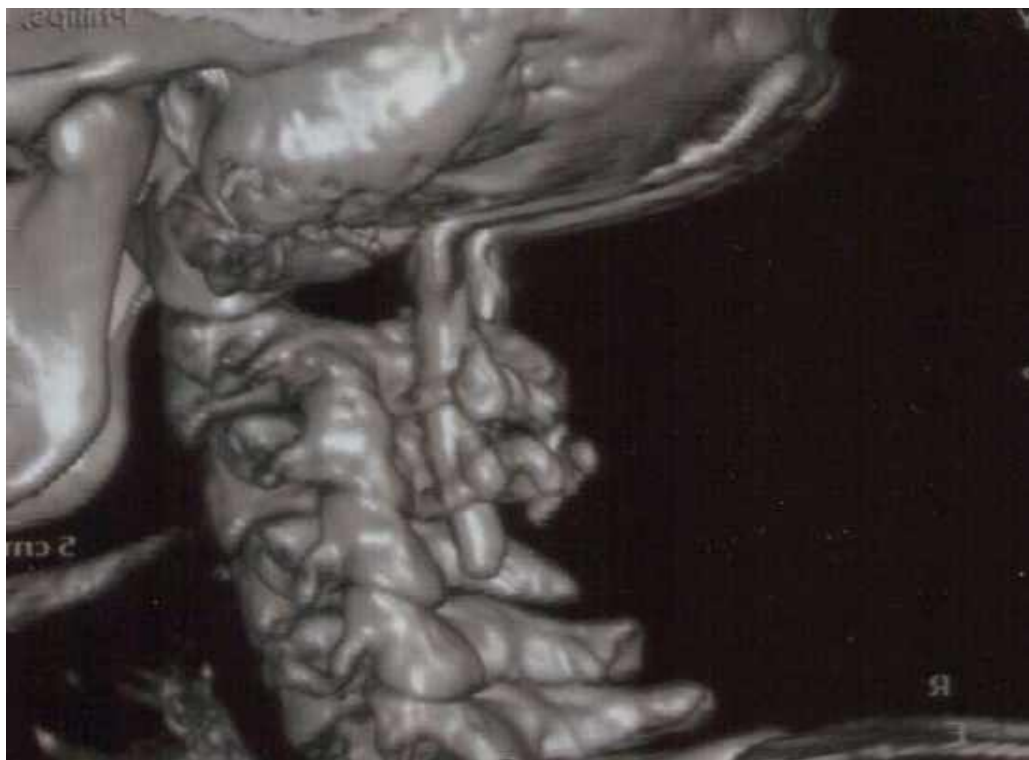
Спостереження №59 Хворий Б -ко, 39 років, історія хвороби №1657. СКТ контроль в післяопераційному періоді хворого з ПСМН шийного відділу хребта з ПП на рівні С1–С2 хребців
